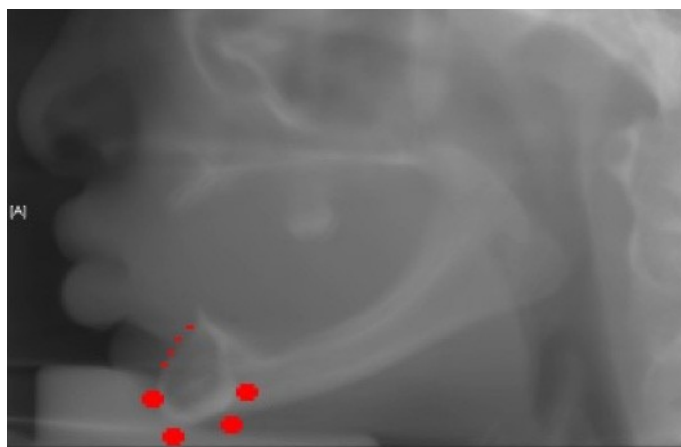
coupe CBCT sagittale montrant la morphologie symphysaire dans un contexte d'oligodontie avec identification des zones de remodelage osseux : + : zones d'apposition osseuse, - : zones de résorption osseuse.
